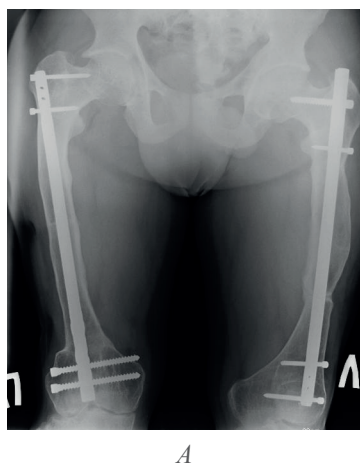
Прямые рентгенограммы обеих бедренных костей (А) и обеих большеберцовых костей (Б) пациента Б. через 4 года после завершения выполнения этапных корригирующих операций на нижних конечностях. Признаков рецидивов деформаций нет
